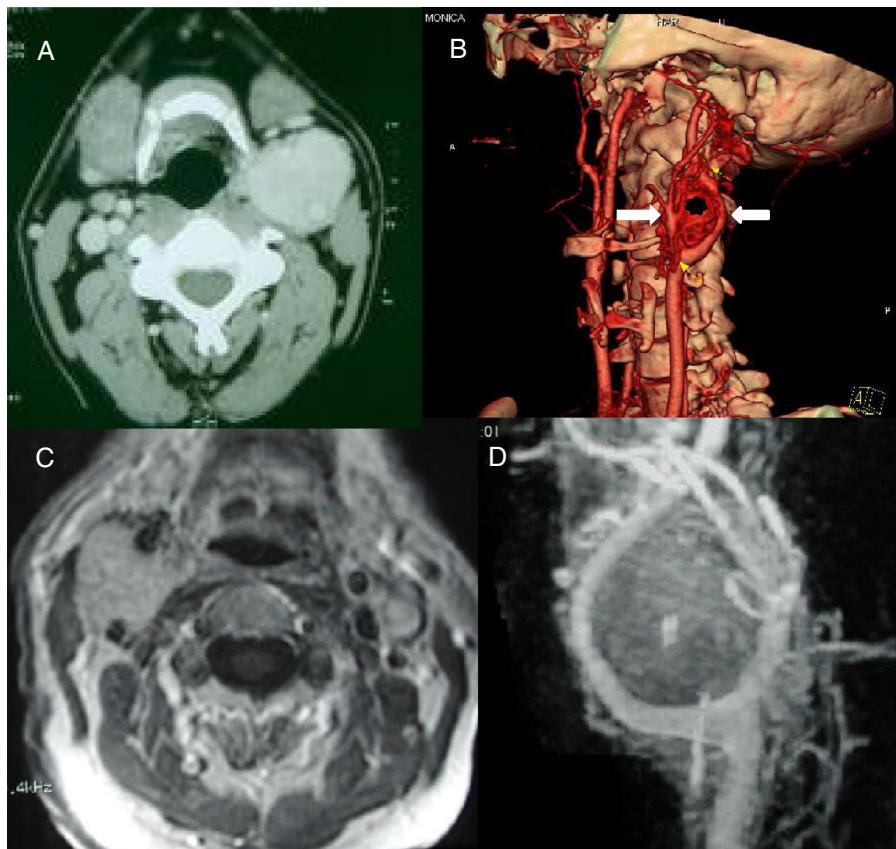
A) TAC con contraste. Las carótidas interna y externa están rodeadas por el tumor (posible Shambin III). B) TC tridimensional. PG carotídeo (asterisco) entre la carótida interna (flecha dcha.) y externa (flecha izda.). C) RMN con PG carotídeo izdo. interpuesto entre las carótidas interna y externa. D) Angio-RMN que muestra la ocupación del espacio entre la bifurcación carotídea por un PG.
